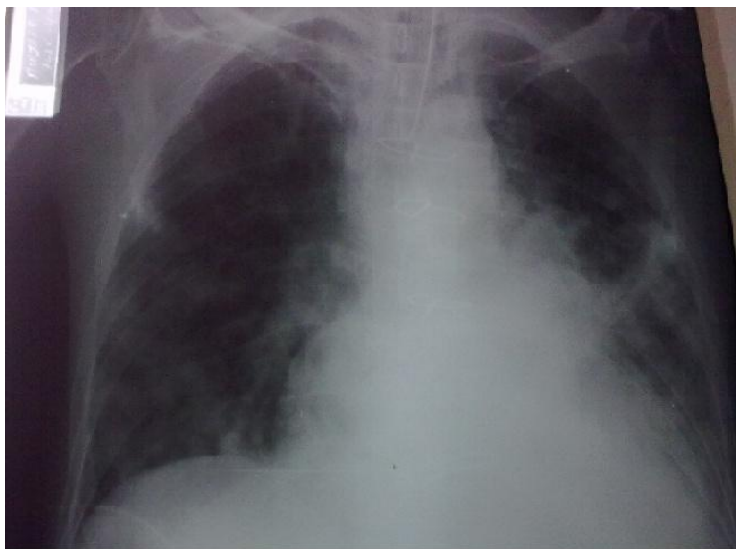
Radiographie de face du patient n°1
